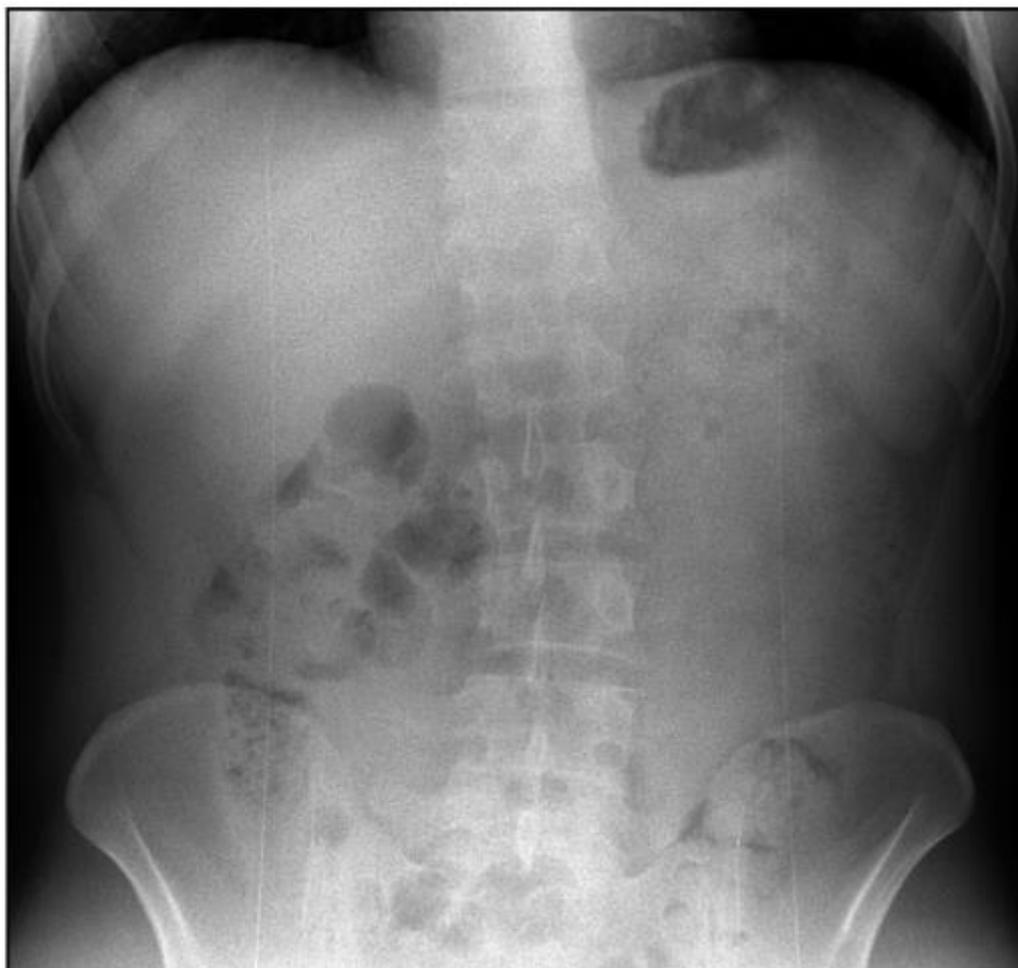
Обзорная рентгенограмма живота в норме стоя
